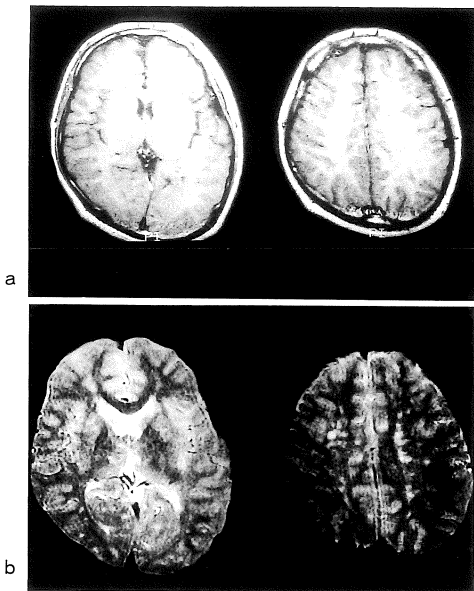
MRI showed no abnormal intensities on T₁ weighted images, but multiple spotty long T₂ signal abnormalities were seen in the white matter.
